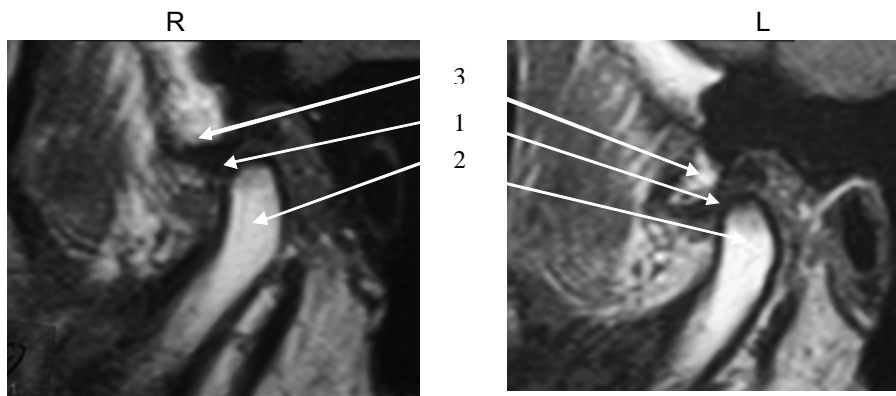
Хвора С. Контрольна МРТ у лікувальному положенні в косій сагітальній проекції: 1 – суглобовий диск; 2 – голівка нижньої щелепи; 3 – суглобовий горбик
